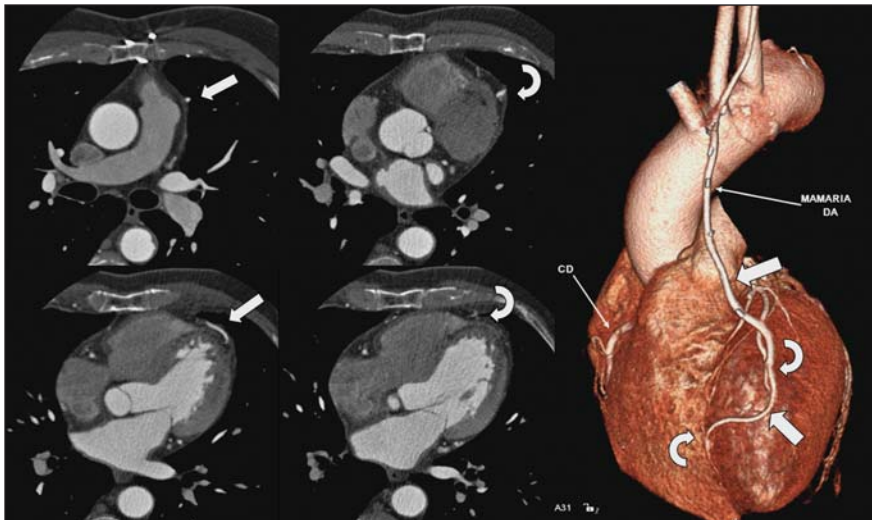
Imagens axiais e reformatação 3D de angio-TC de coronárias demonstrando a ATIE (setas retas) com anastomoses (setas curvas) sequenciais em ramo diagonal e na artéria descendente anterior.
